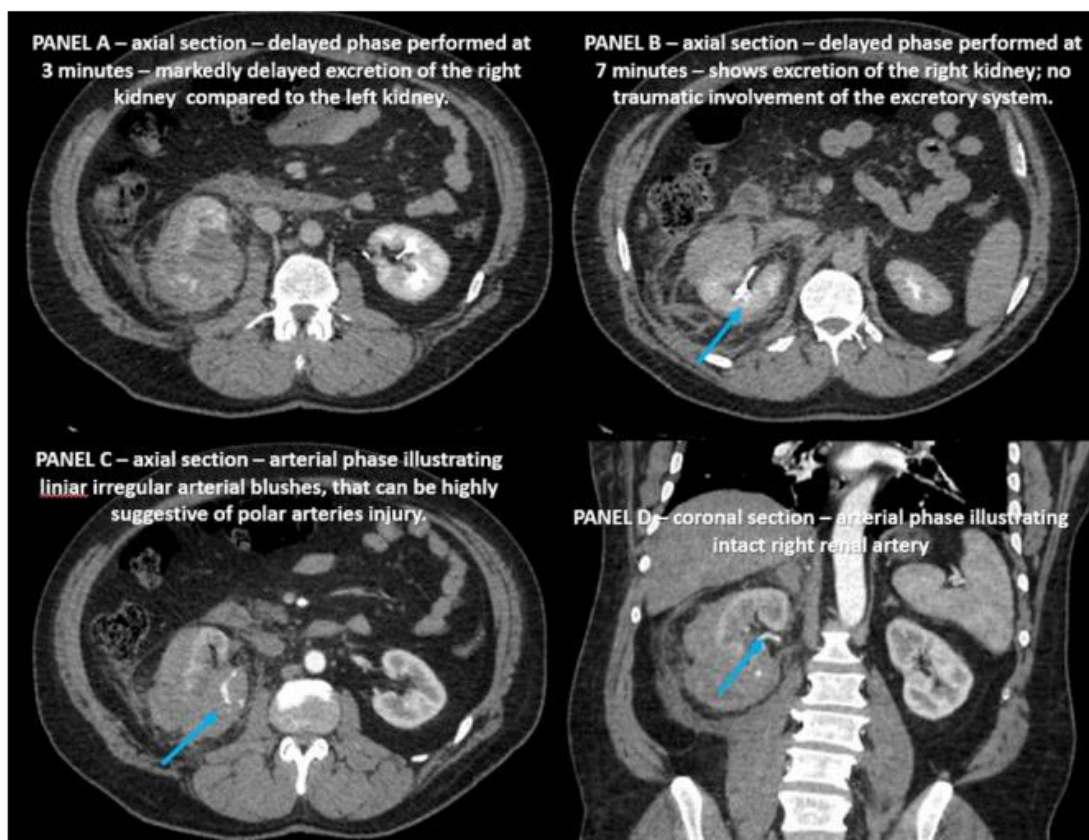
CT - kidney trauma, hepatic contusion and adrenal trauma
